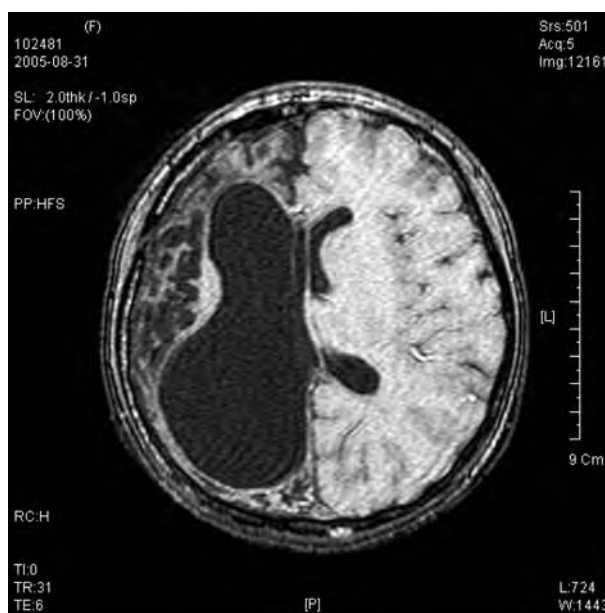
Дооперационная МРТ головного мозга.
